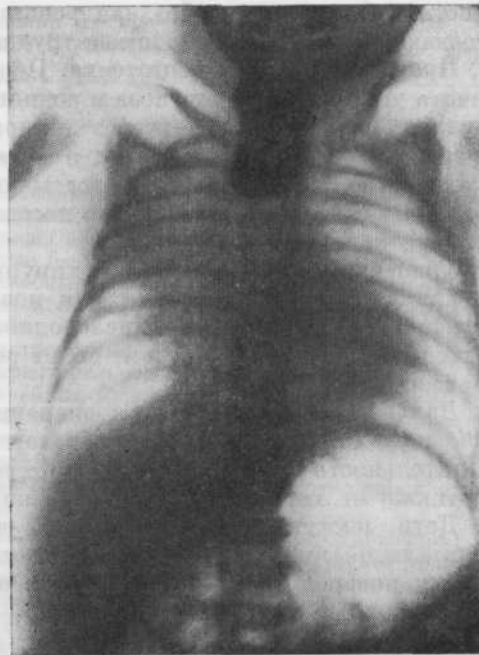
Контрастная рентгенограмма при атрезии пищевода.
